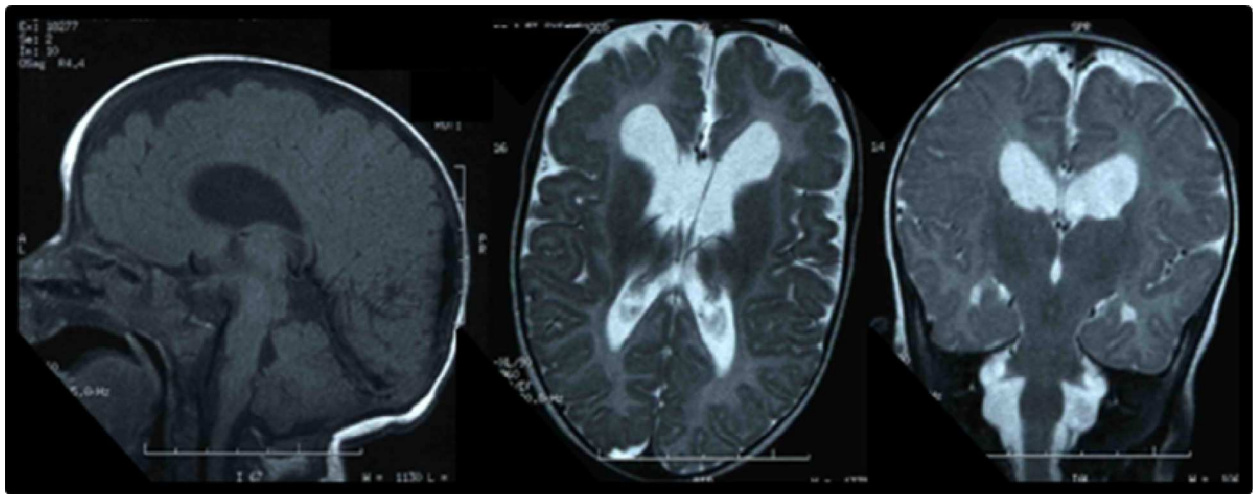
RM cerebral mostrando hipoplasia del cuerpo calloso, aumento del tamaño ventricular mayor en astas frontales, áreas de paquigiria fronto-basal y polimicrogria bitemporal.
